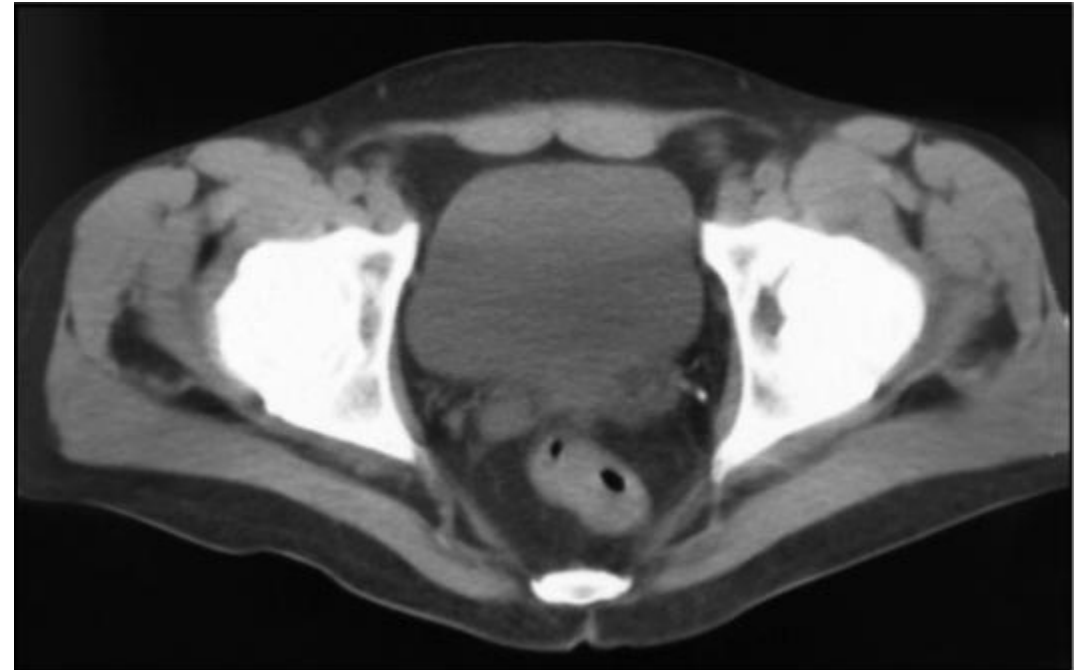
Компьютерная томограмма мочевого пузыря в аксиальной плоскости
